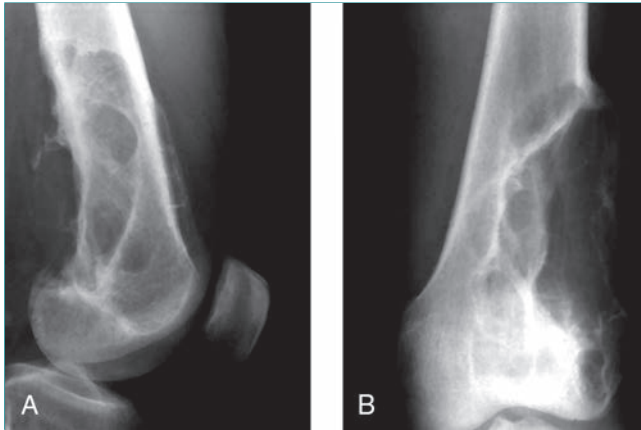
Fibroma desmoplásico. Las radiografías lateral (A) y anteroposterior (B) del fémur distal ponen de relieve una lesión lítica que expande la cortical posterolateral y tiene un aspecto interno en panal. Estos hallazgos son compatibles con la conducta agresiva de un fibroma desmoplásico.
